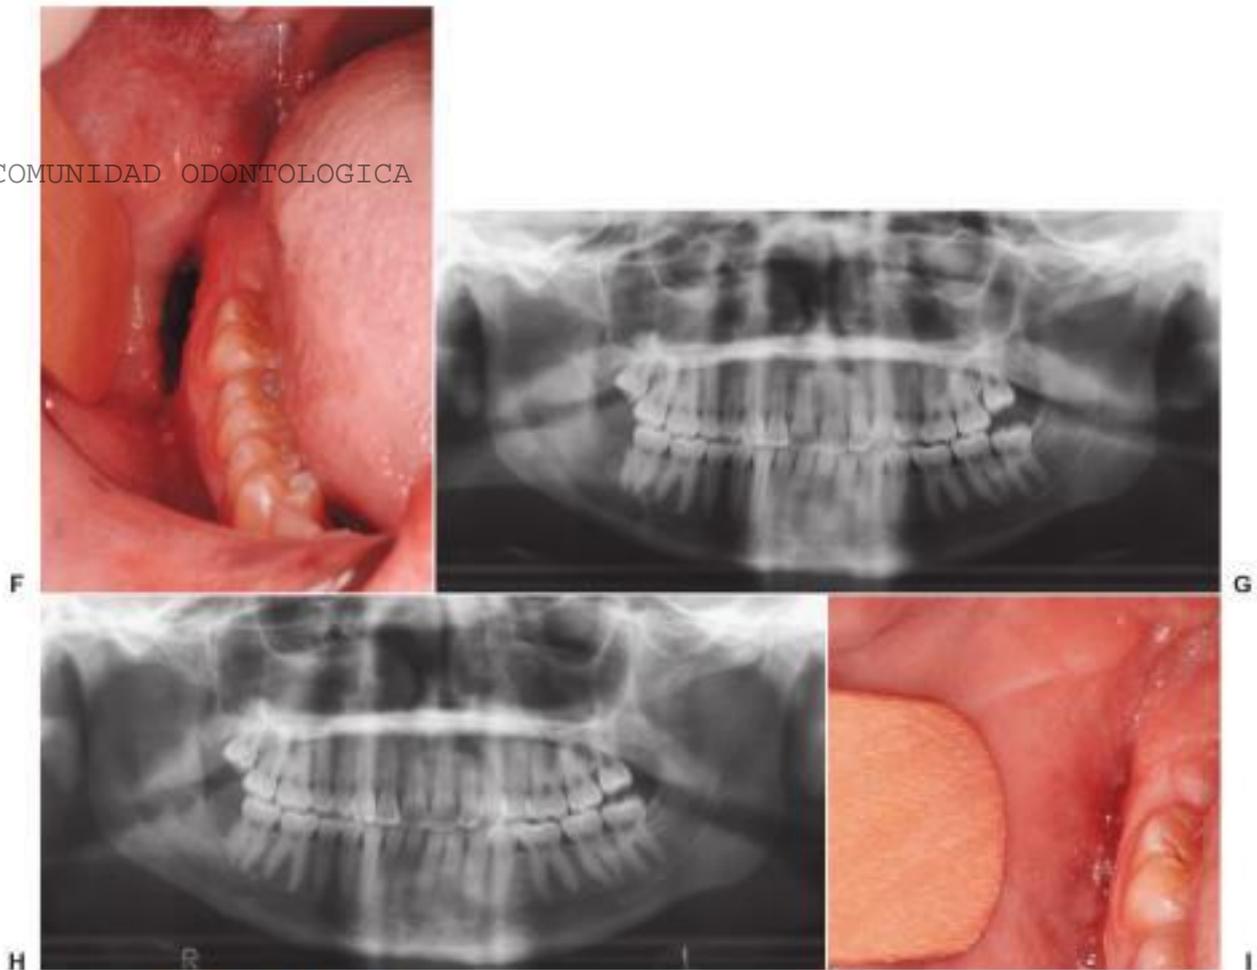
(cont.) Marsupialización de un queratoquiste odontogénico en el lado derecho mandibular asociado a un tercer molar impactado. F, Apertura estable a la cavidad 1 mes después de la cirugía. Las radiografías panorámicas tomadas a los 5 (G) y 10 (H) meses después de la cirugía muestran el relleno óseo. I, Tras 10 meses, la apertura del quiste se ha cerrado completamente.
